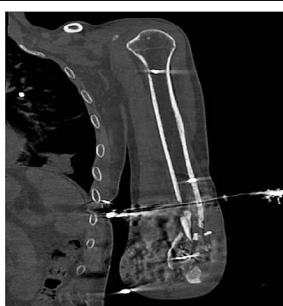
КТ-исследование левой плечевой кости, выполненное без применения режима «металлоподавления».
